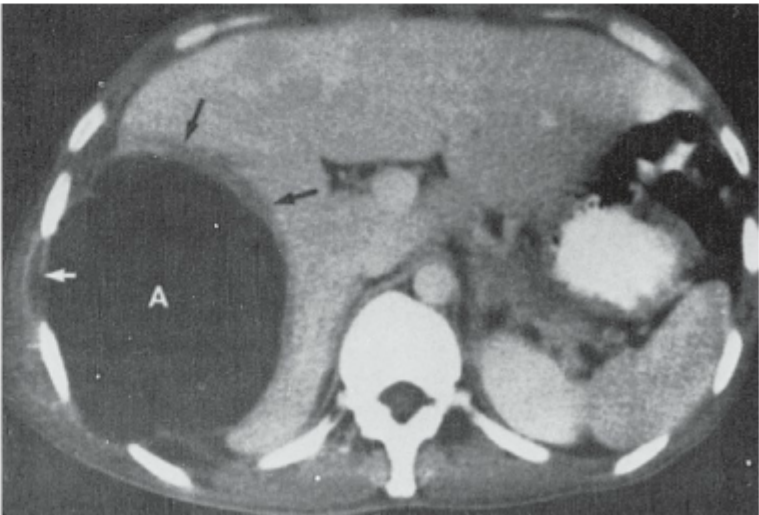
Imagem de TC de abscesso amebiano. A lesão apresenta localização periférica e é arredondada. A borda não exibe realce, mas há edema periférico (setas pretas). Observe a extensão para o espaço intercostal (seta branca).
